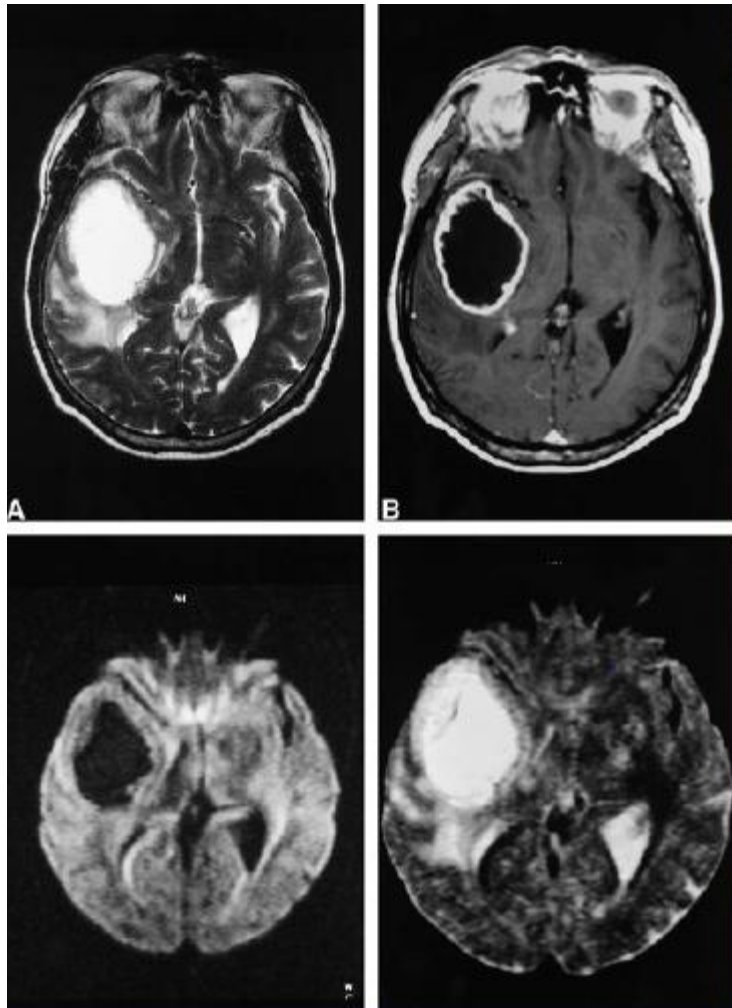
Glioblastoma multiforme en distintas fases de resonancia magnética nuclear
